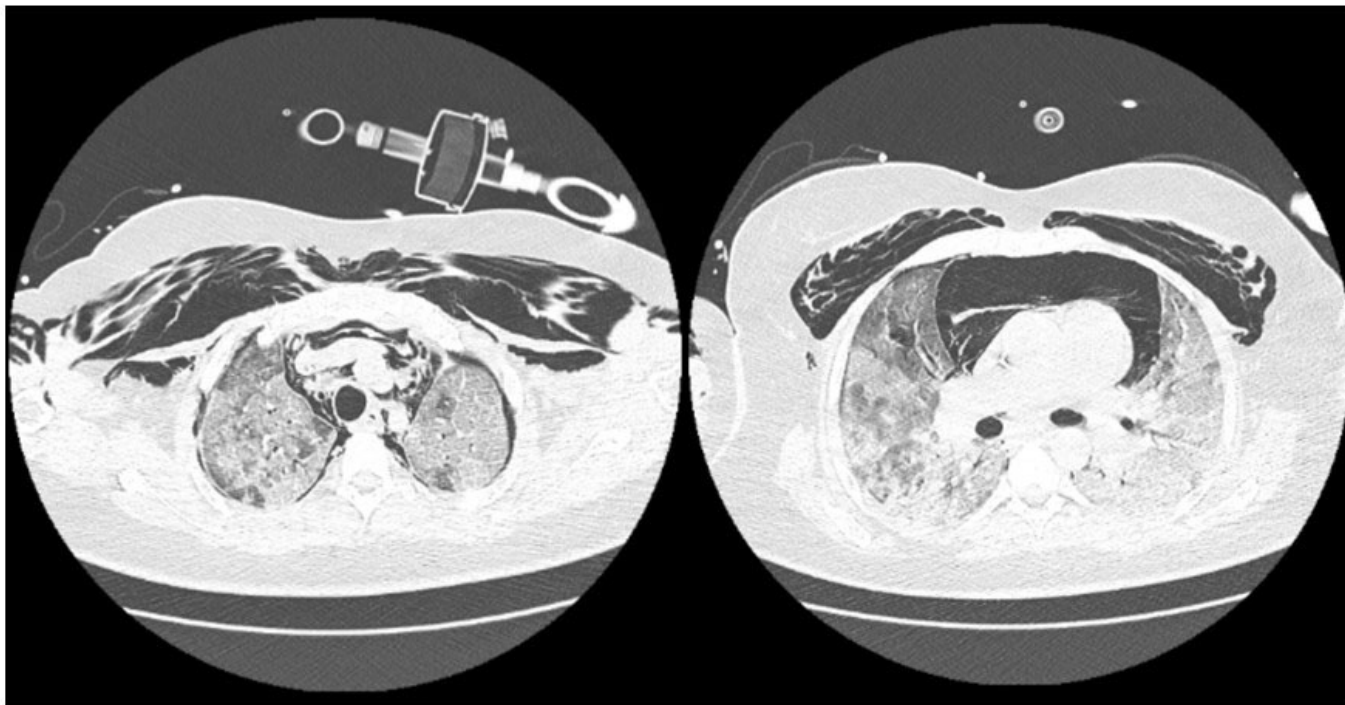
Tomografia Computadorizada de tórax (05/04/21 - 22h16).
